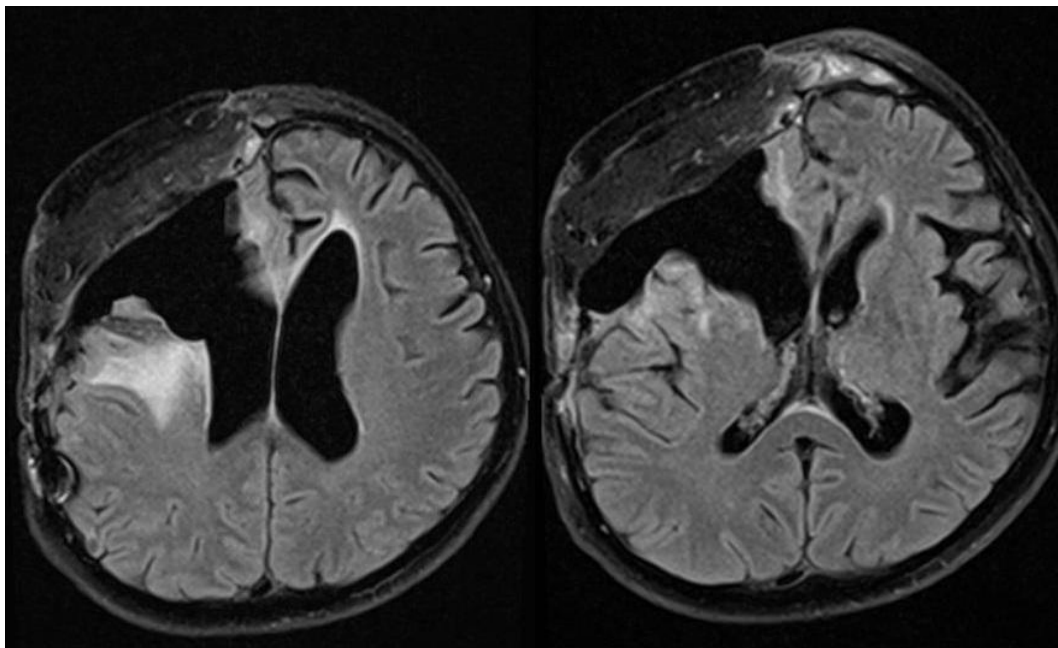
МРТ головного мозга (И/б № 23655/2019) после операции: удаление опухоли единым блоком с одномоментным пластическим устранением дефекта реваскуляризированным торакодорзальным лоскутом
